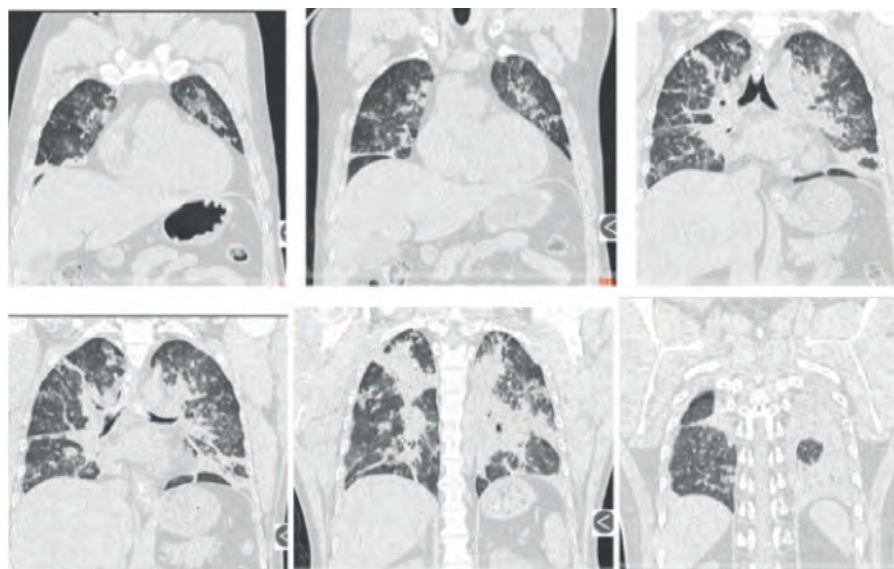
Tomografía de tórax en cortes coronales con patrón en vidrio despolido.
